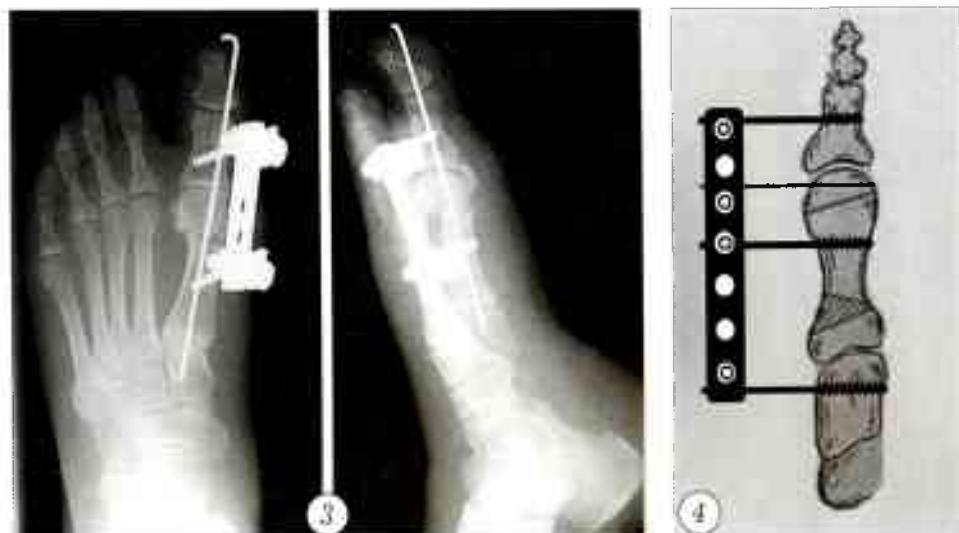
Рентгенограммы стопы больного, оперированного по Аустину с фиксацией костных фрагментов в малогабаритном устройстве наружной фиксации.
